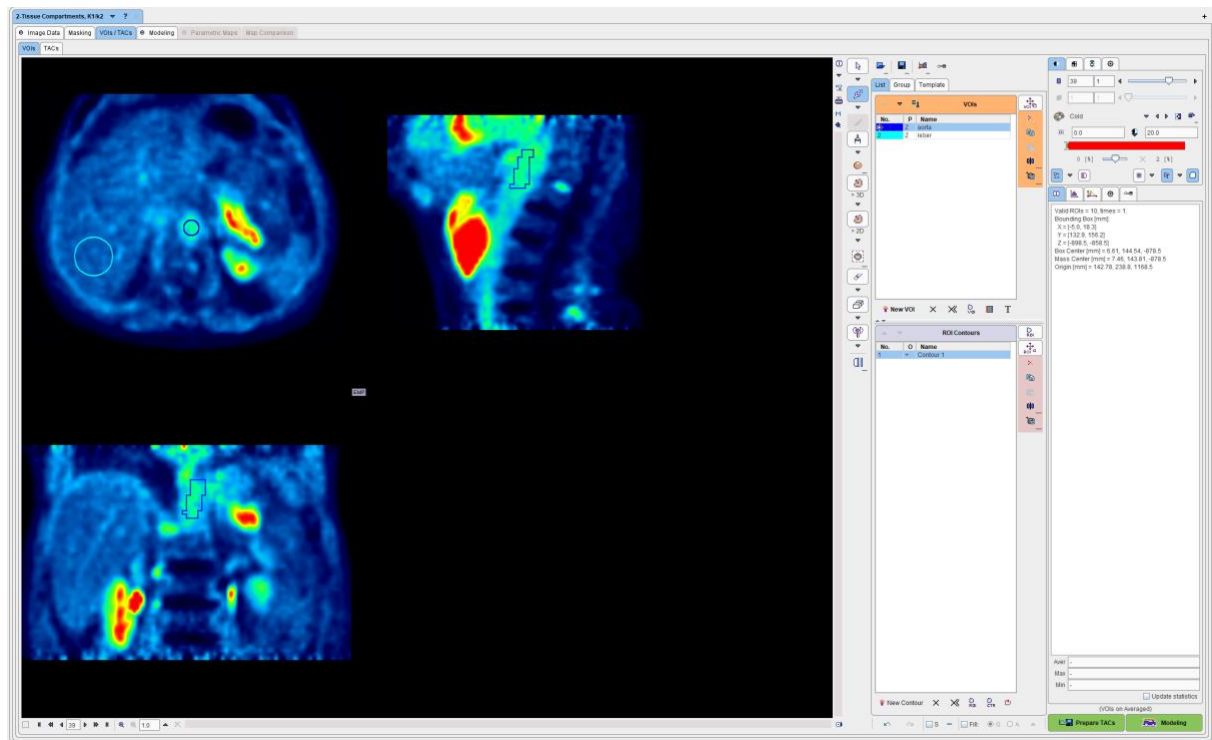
VOI/TAC-Auflistung im PXMOD Tool.
